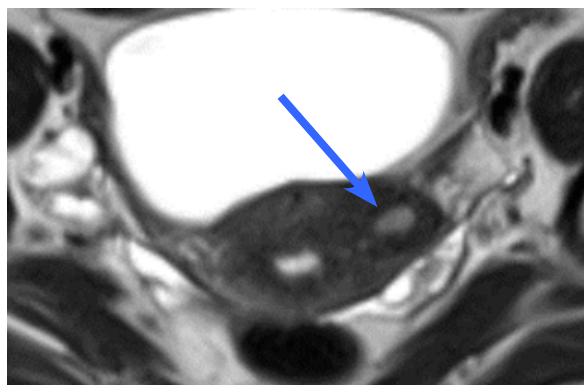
Полостное образование в толще миометрия по данным МРТ
